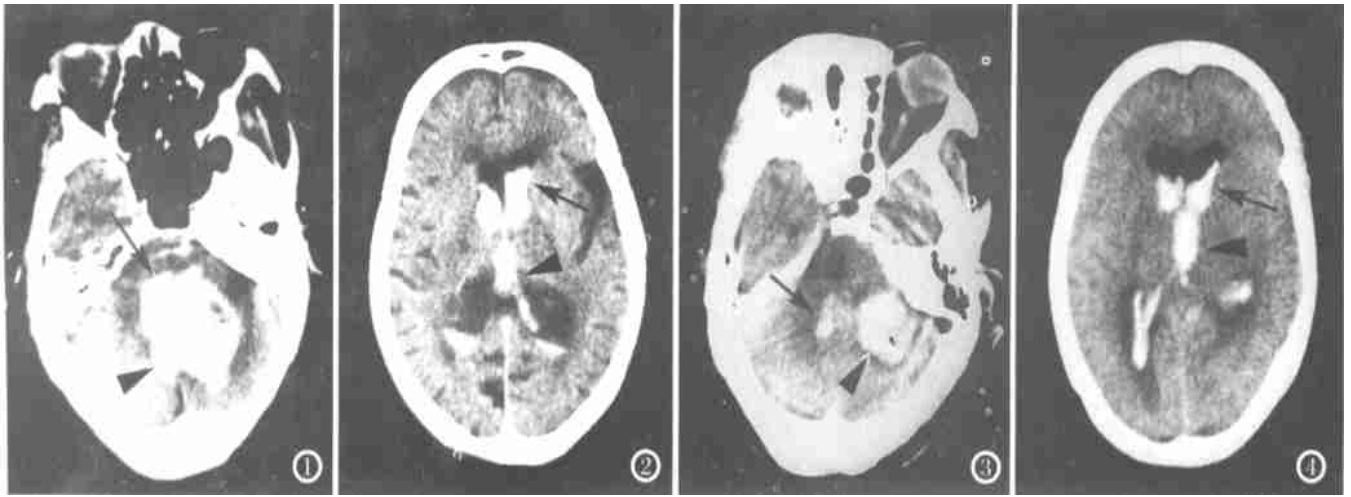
女,85岁,昏迷1h。CT扫描发现左侧小脑半球及小脑蚓部有一巨大血肿(▲),约 $4.5\text{cm} \times 4.5\text{cm} \times 3\text{cm}$,第四脑室积血并向右推移(↑)。图2 与图1为同一病人。双侧侧脑室(↑)及第三脑室积血(▲)。CT诊断:小脑出血破入第四脑室,经脑室系统弥散。图3 女,64岁,昏迷1h。CT扫描见右侧小脑半球有1个 $3\text{cm} \times 3\text{cm} \times 3\text{cm}$ 大小的血肿(▲),第四脑室积血扩大(↑)。图4 与图3为同一病人。双侧侧脑室(↑)及第三脑室积血(▲)。CT诊断:小脑出血破入第四脑室,经脑室系统弥散。
